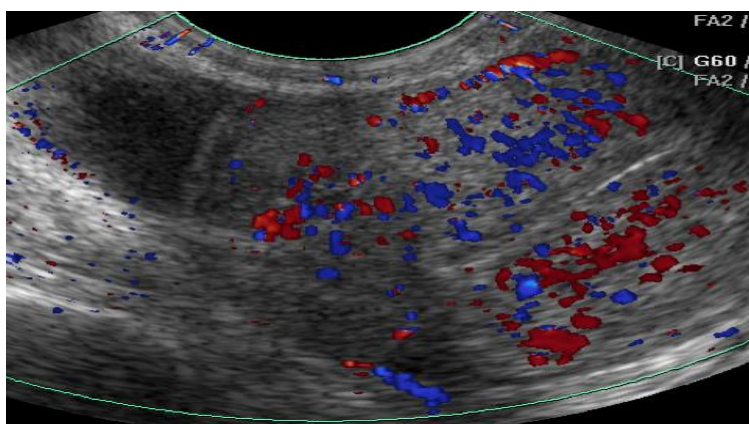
Перфузия матки в секреторную фазу цикла
